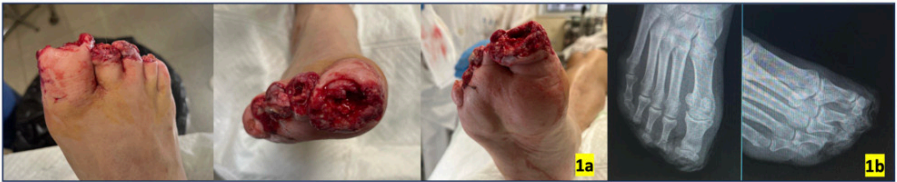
Lesión inicial en puerta de Urgencias. Imágenes clínicas (1a) y radiografías anteroposterior y oblicua (1b)
